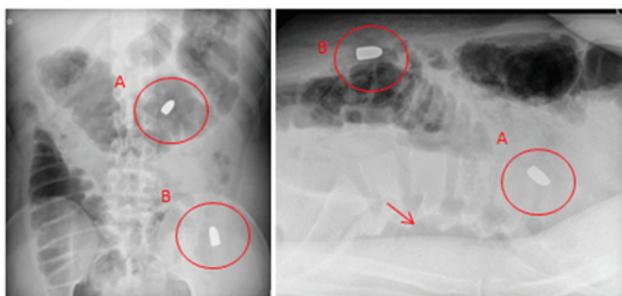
Radiografia de abdome em AP e Perfil, evidenciando os projéteis nos círculos (projétil A mais próximo do receptor e por isso com menor ampliação) e sobreposição de estrutura evidenciada pela seta. Fonte: Arquivo IML/BH.
